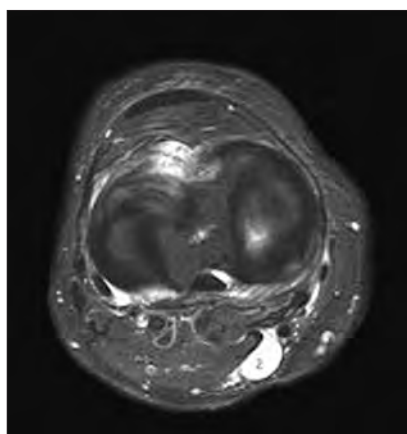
МРТ правого коленного сустава больной М., 61 года, аксиальная плоскость. Синовит. В заднем роге медиального мениска обнаруживаются дегенеративно-дистрофические изменения
